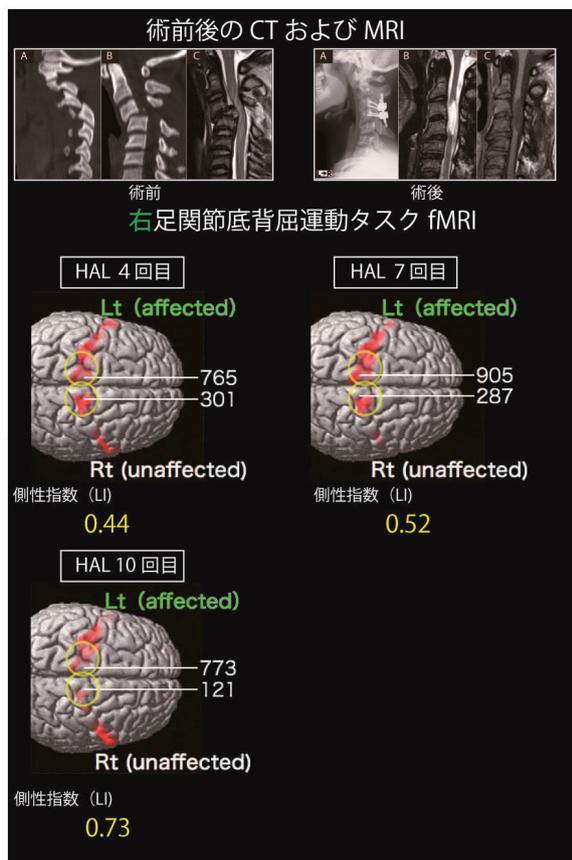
症例 2 の術前後 CT および MRI と HAL 治療中の fMRI および側性指数
